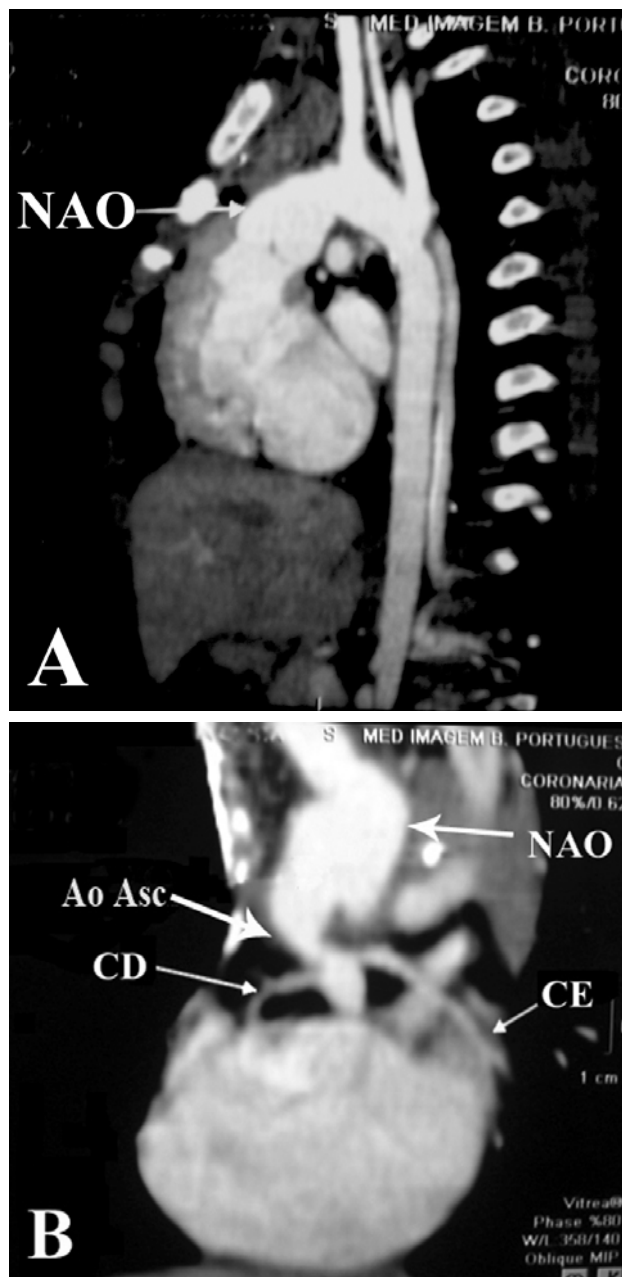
Angiotomografia mostrando: A: Neoaorta com bom resultado anatômico 2 anos após a cirurgia e B: Aspecto das artérias coronárias e da aorta nativa anastomosada à neoaorta. Legenda: NAO= neoaorta, CD= coronária direita, CE= coronária esquerda e AoAsc = aorta ascendente nativa
